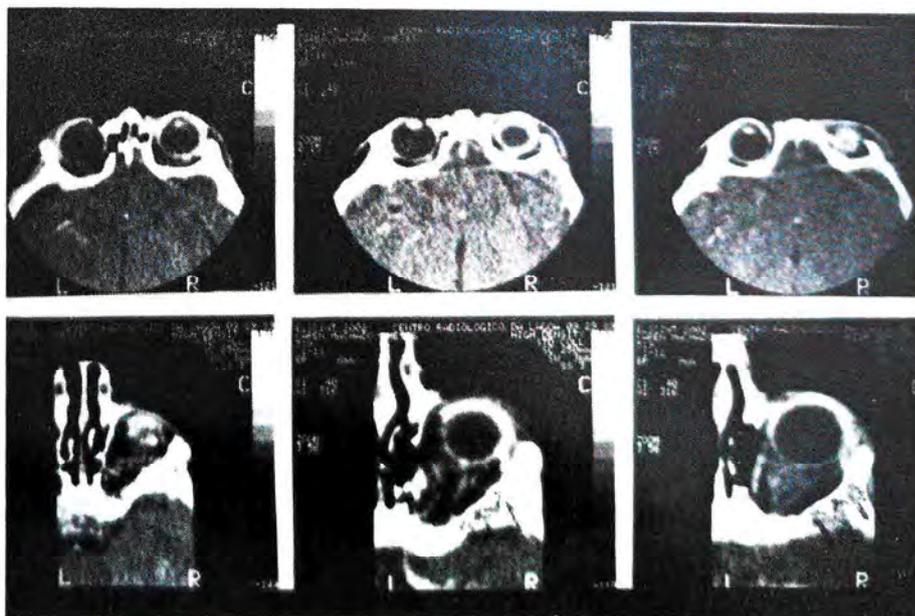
Tomografia computadorizada de lesão expansiva. Linfangioma intra-orbitário (setas).
